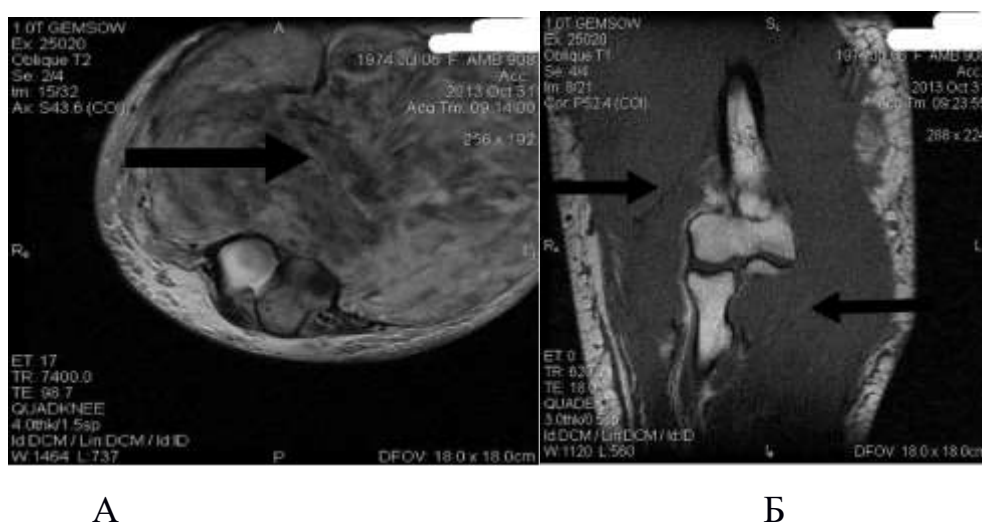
МРТ правой верхней конечности. А - аксиальная плоскость (стрелкой указана опухоль), Б - коронарная плоскость (стрелками указана опухоль), больной П., ИБ № 446/2014
